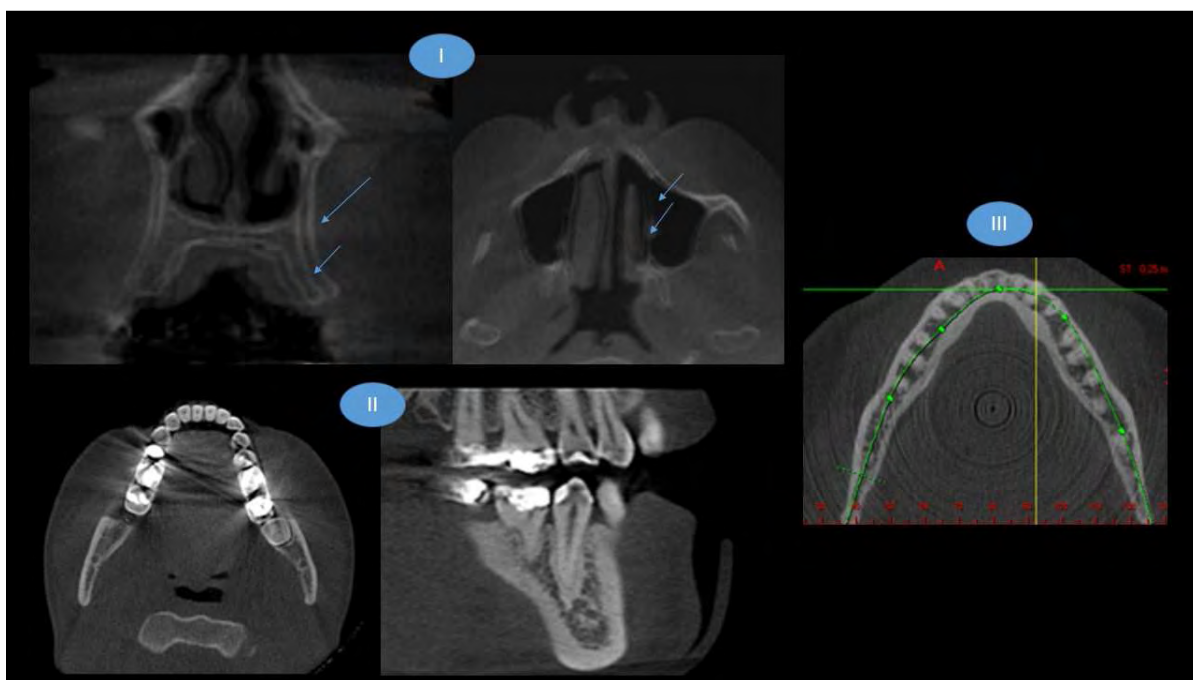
Exemplos de artefatos encontrados em exames de tomografia computadorizada de feixe cônico: (I) artefato de movimento (setas indicam a duplicação das estruturas); (II) artefato de materiais densos e (III) artefato em anel.
